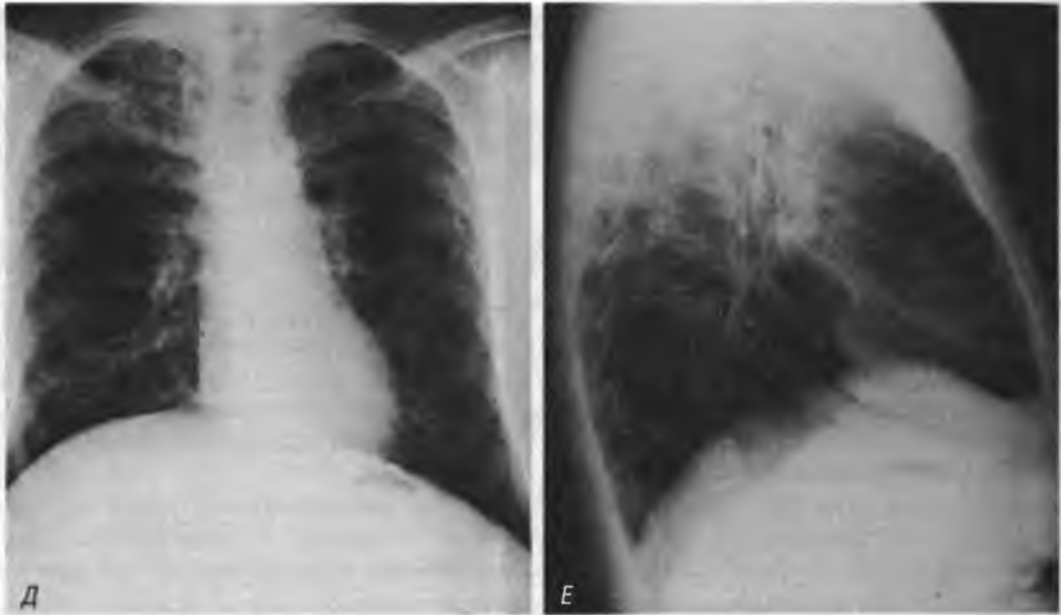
Рентгенологическая динамика у больного муковисцидозом с периода новорожденности до 18-летнего возраста:
